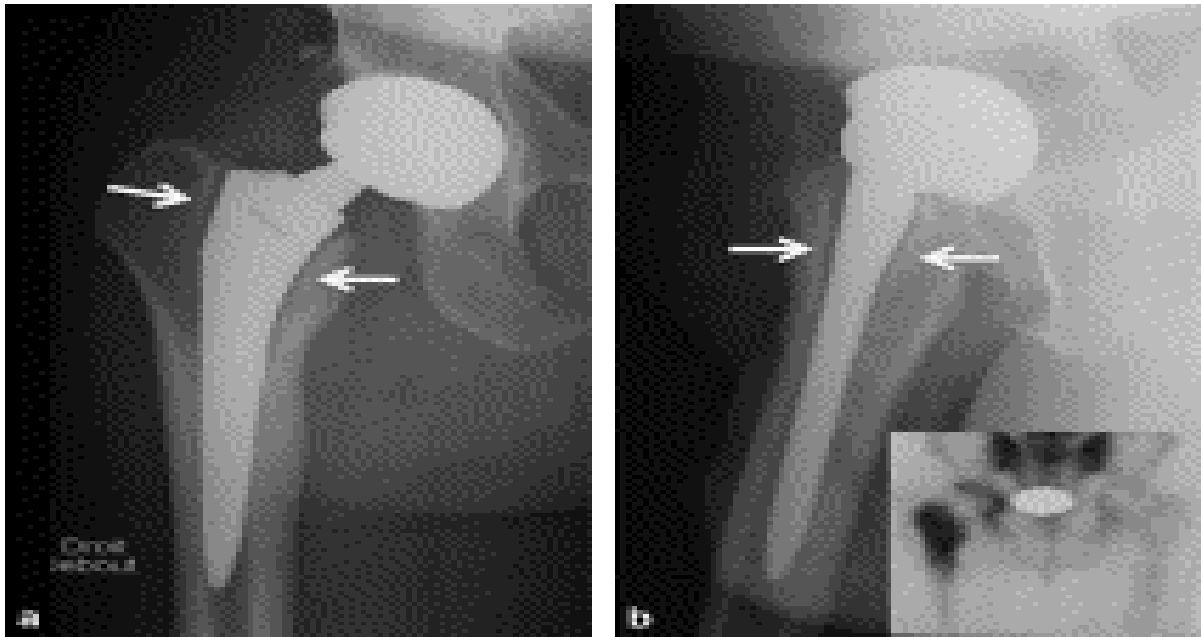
Sepsis sur prothèse non cimentée : a : cliché de face : liseré fémoral étendu (flèches blanches) ; b : cliché de profil confirmant le liseré et scintigraphie : hyperfixation bipolaire.
